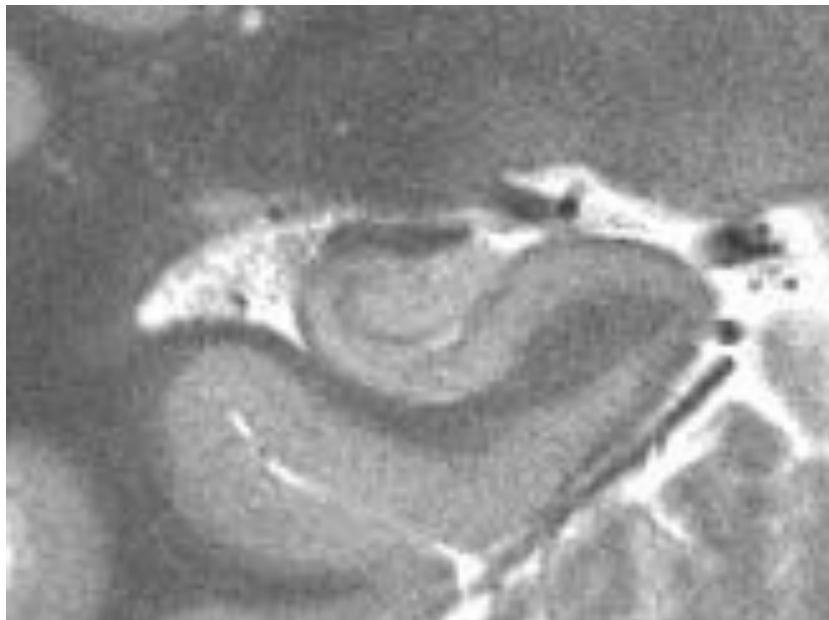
Hochaufgelöstes MRT (3 Tesla) eines gesunden Hippocampus
